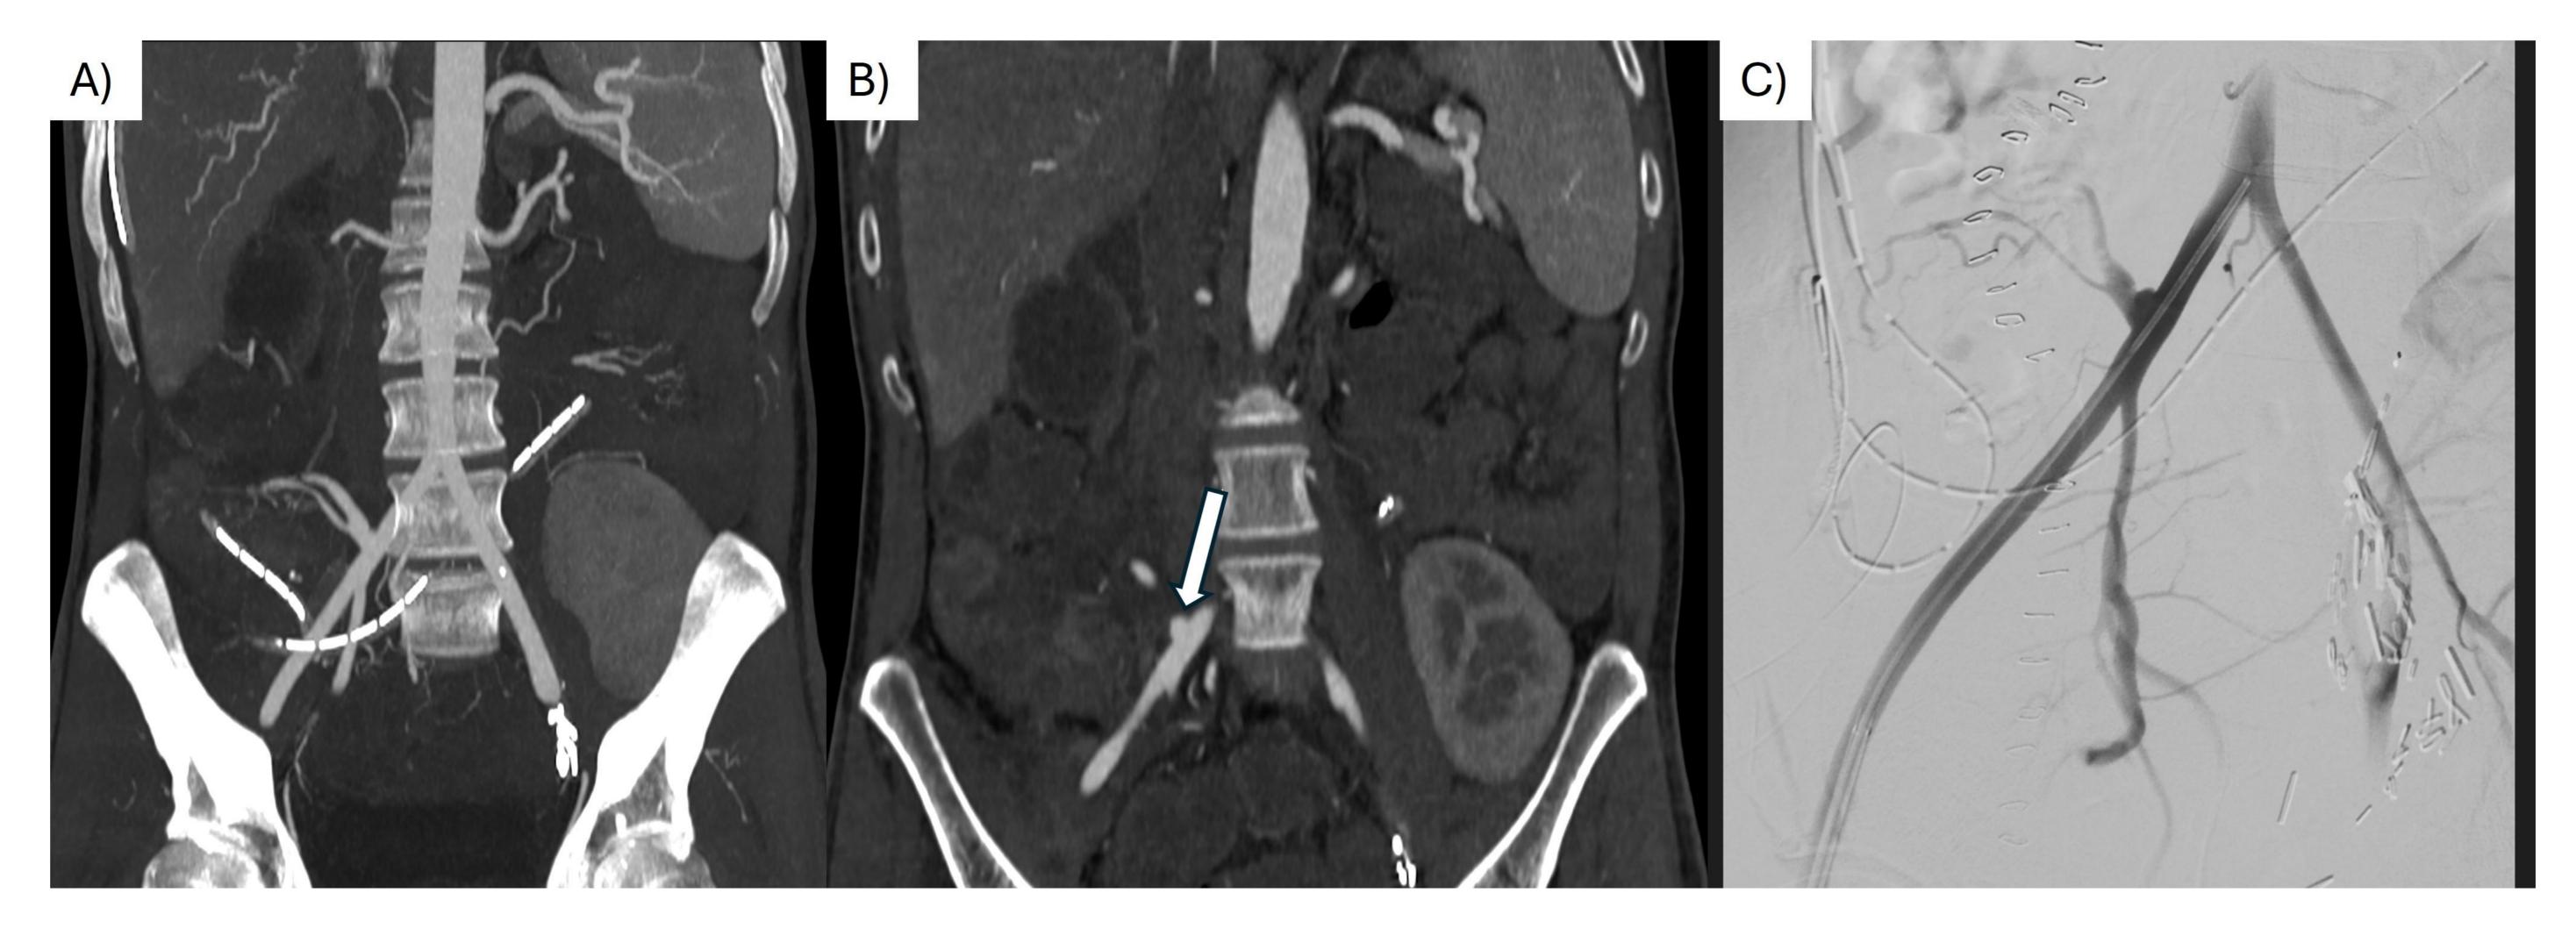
TC (A, B) y arteriografía (C) que muestra la vascularización arterial del injerto pancreático y la presencia de un pequeño pseudoaneurisma en las anastomosis arteriales (injerto en Y).
